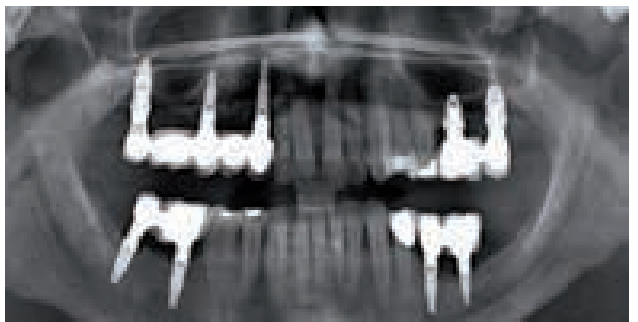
Radiografía con el caso finalizado con las prótesis definitivas a los 5 años de la carga de los implantes del tercer cuadrante. Podemos observar como los implantes se encuentran estables sin pérdidas óseas considerables a nivel crestal.
